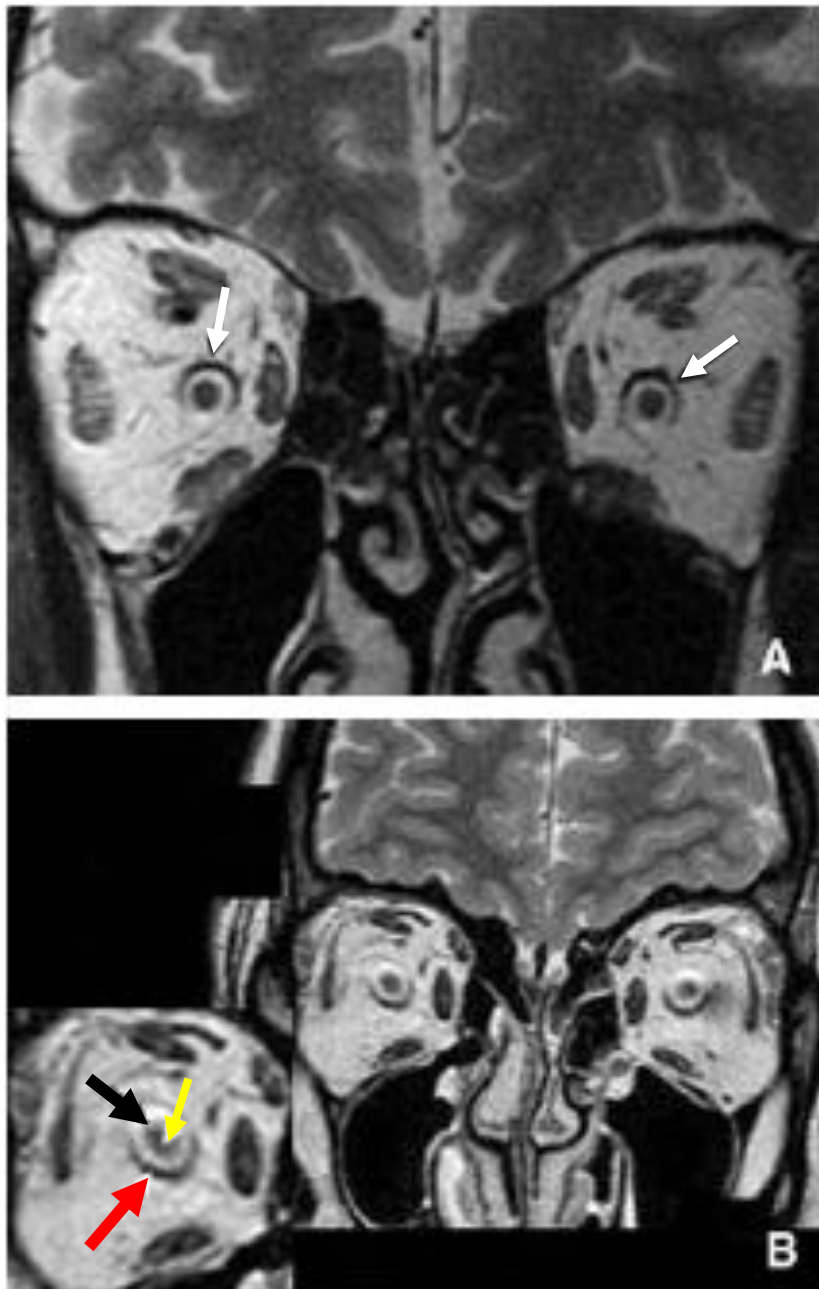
A. Imagerie par résonance magnétique (IRM). Coupe coronale orbitaire T2. Méninge périoptique (flèches) mieux visible à la partie supérieure du nerf (artefact par déplacement chimique). B. Gaine, liquide cérébrospinal (LCS) et nerf optique. Flèche jaune : nerf optique ; flèche rouge : méninge optique ; flèche noire : liquide cérébrospinal. (20)
